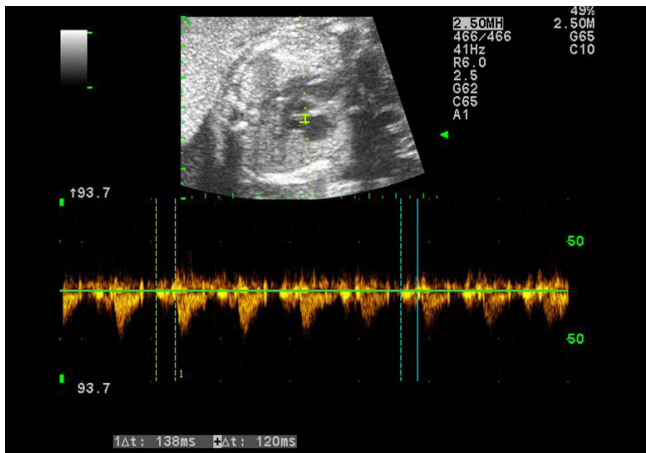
Pulsed Doppler was done at 26+1 weeks of gestation. Checked atrioventricular time intervals were 138 ms and 120 ms. These values were prolonged compared to normal range (reference range, 111 ± 17 ms).
